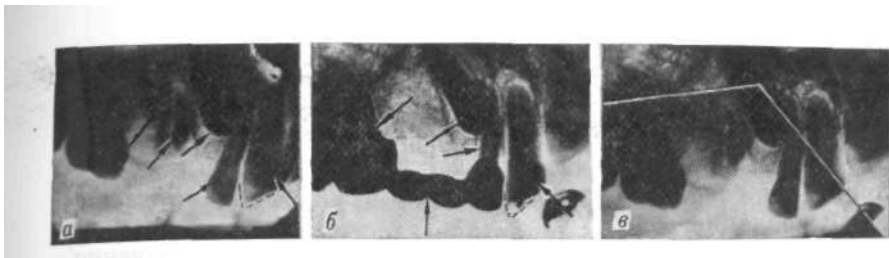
Идентификация личности трупа по прижизненной рентгенограмме. *а* — рентгенограмма верхней челюсти гражданки Ч.; *б* — рентгенограмма верхней челюсти трупа неизвестной женщины; *б'* — фотосовмещение рентгенограмм методом наложения. Стрелками указаны имеющиеся на рентгенограммах особенности. (Случай М. Р. Розинава.)
